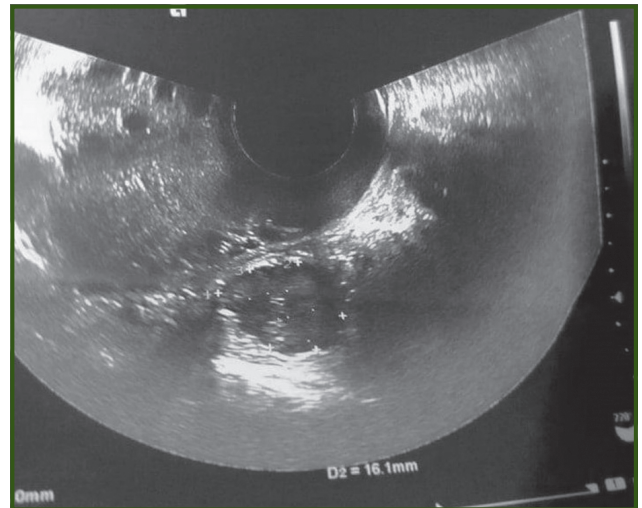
Transvaginal ultrasound
